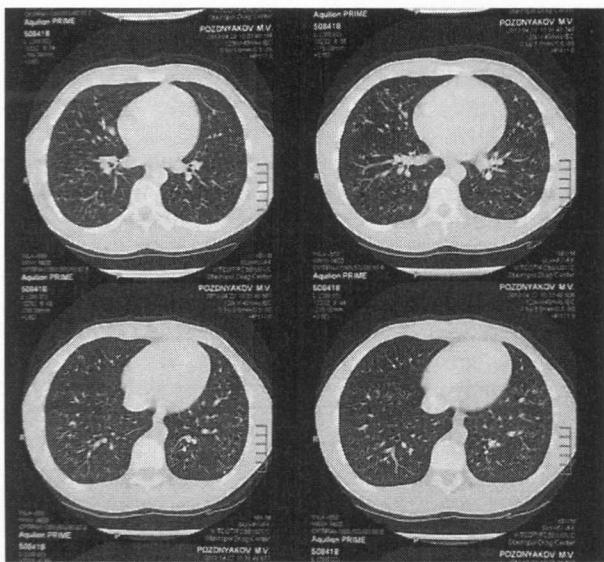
Компьютерная томограмма легких больного П.
